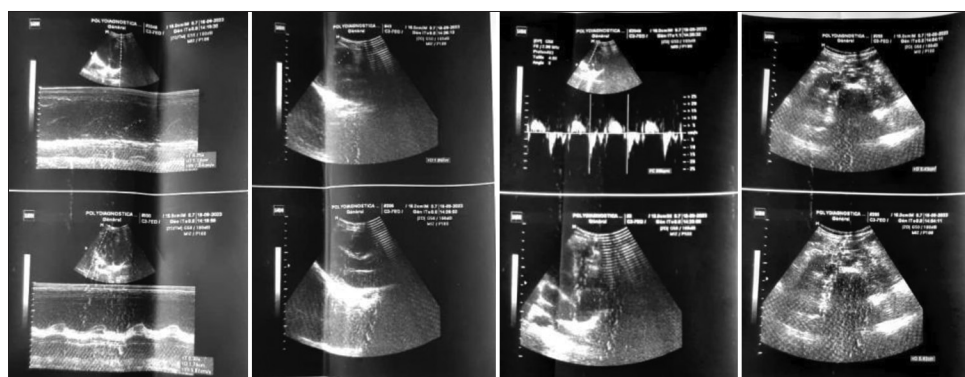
Images d'échographie cardiaque de la jumelle siamoise à l'âge de 13 ans
